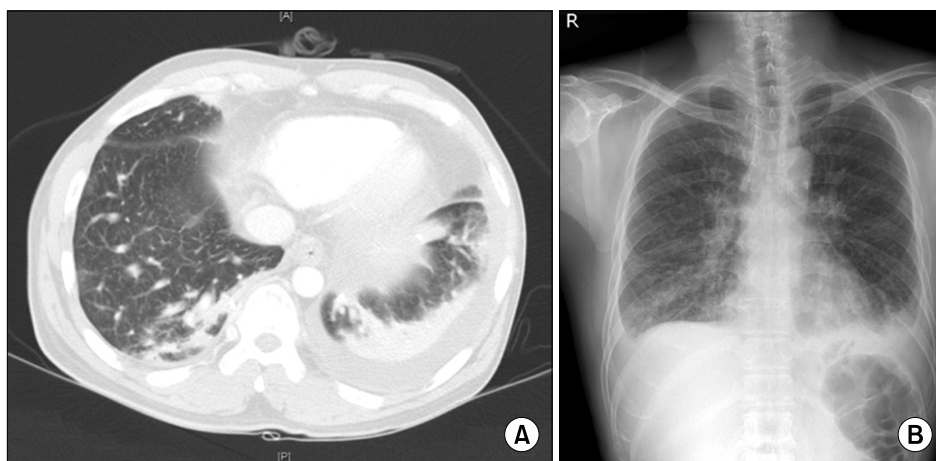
Initial chest imaging studies. (A) Chest CT showed consolidation in both lower lung field and left side predominant both pleural effusion. Moderate pericardial effusion was also shown. (B) Chest radiography showed both pleural effusion, increased reticular opacity in both lower lung field and both pleural effusion.
